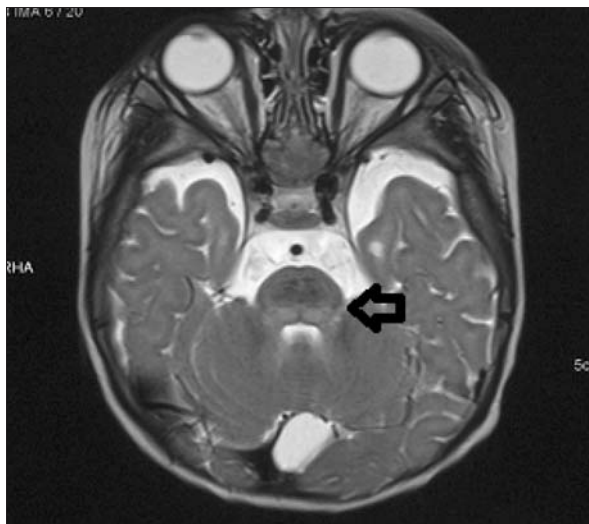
RM, T2, axial. Hiperintensidad a nivel de pedúnculos cerebelosos.
